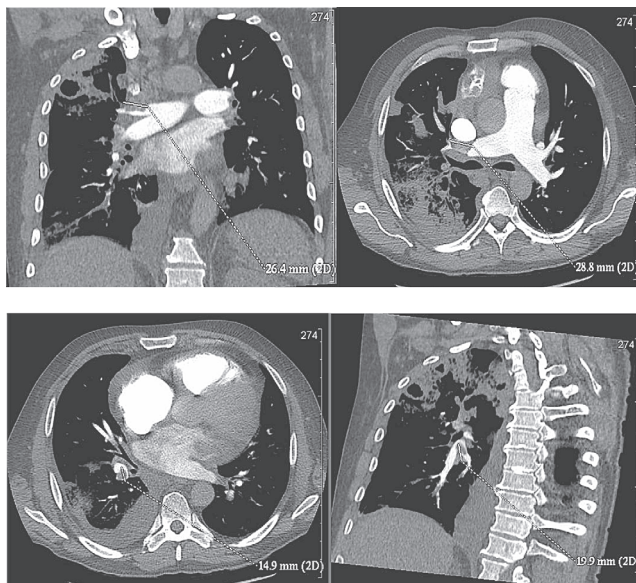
КТ-ангиография грудной клетки больного М.: наличие тромбов в артериях малого круга кровообращения, инфаркт-пневмония в верхней доле правого легкого
